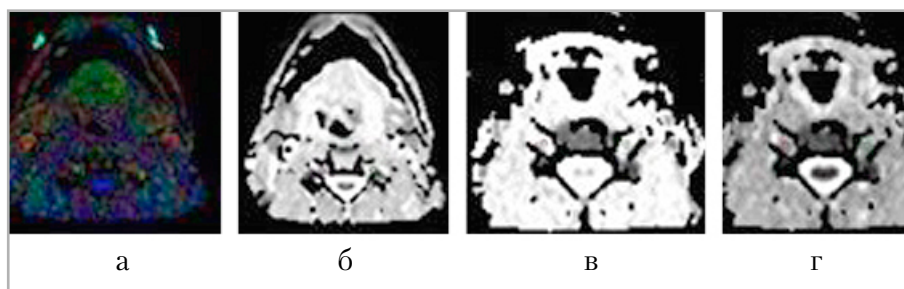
Регистрируемые параметры ДТ-МРТ. Выделенные вручную зоны интереса на передних ветвях спинномозгового нерва C7 с обеих сторон на картах ДТ-МРТ: а — цветная фракционная анизотропия; б — средняя диффузионная способность; в — аксиальный коэффициент диффузии; г — радиальный коэффициент диффузии
